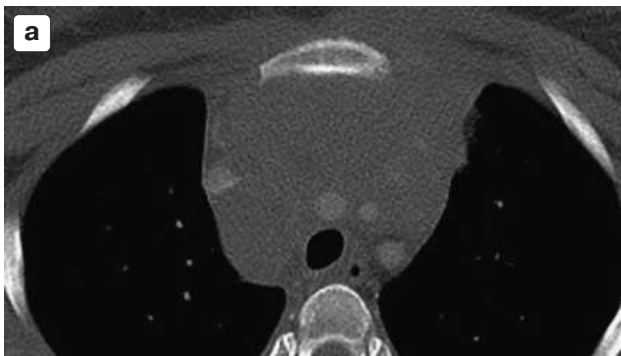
Контактное распространение с внутригрудных лимфатических узлов на грудину при ЛХ: а – СКТ: на уровне рукоятки грудины видны участки уплотнения ее костной структуры и неравномерное истончение кортикального слоя по задней поверхности справа; на МР-томограммах в режиме STIR в аксиальной (б) и фронтальной (в) плоскостях сигнал от правой половины рукоятки грудины повышен, на сагиттальном изображении в режиме T2 (г) виден конгломерат увеличенных лимфатических узлов по задней поверхности грудины.
